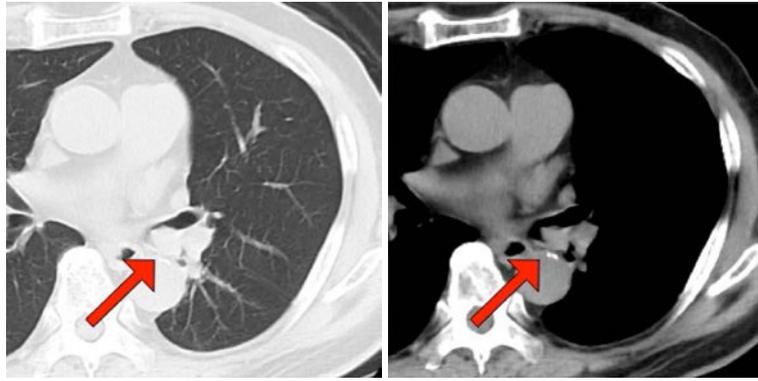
A chest plain CT image showed a 18×14 mm mass in the left inferior lobar bronchus.
